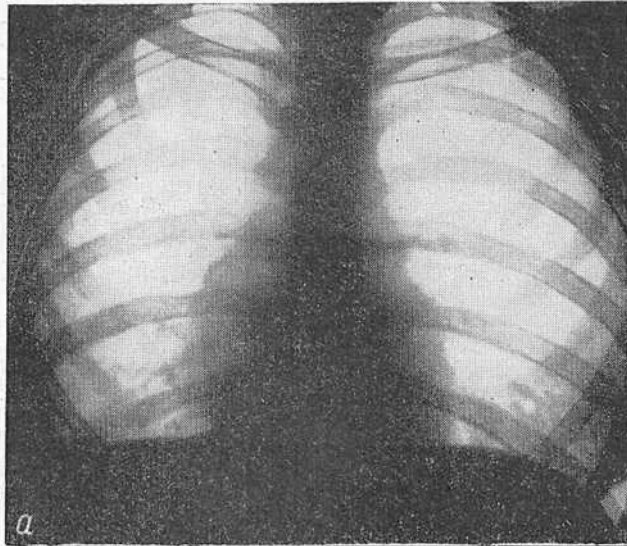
Рентгенограмма грудной клетки девочки 12 лет в передней (а), правой боковой проекции (б), бронхограмма (в).
